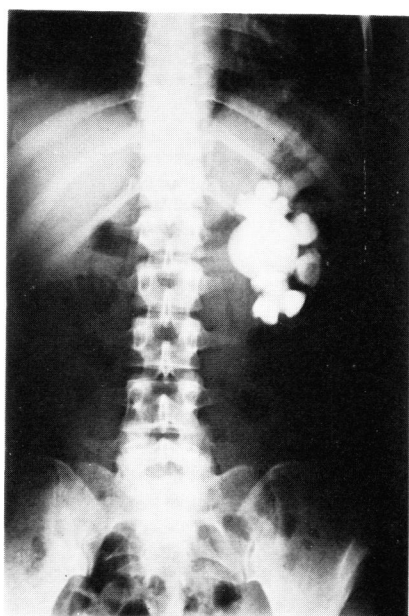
症例4の超音波穿刺術による経皮的腎盂造影
